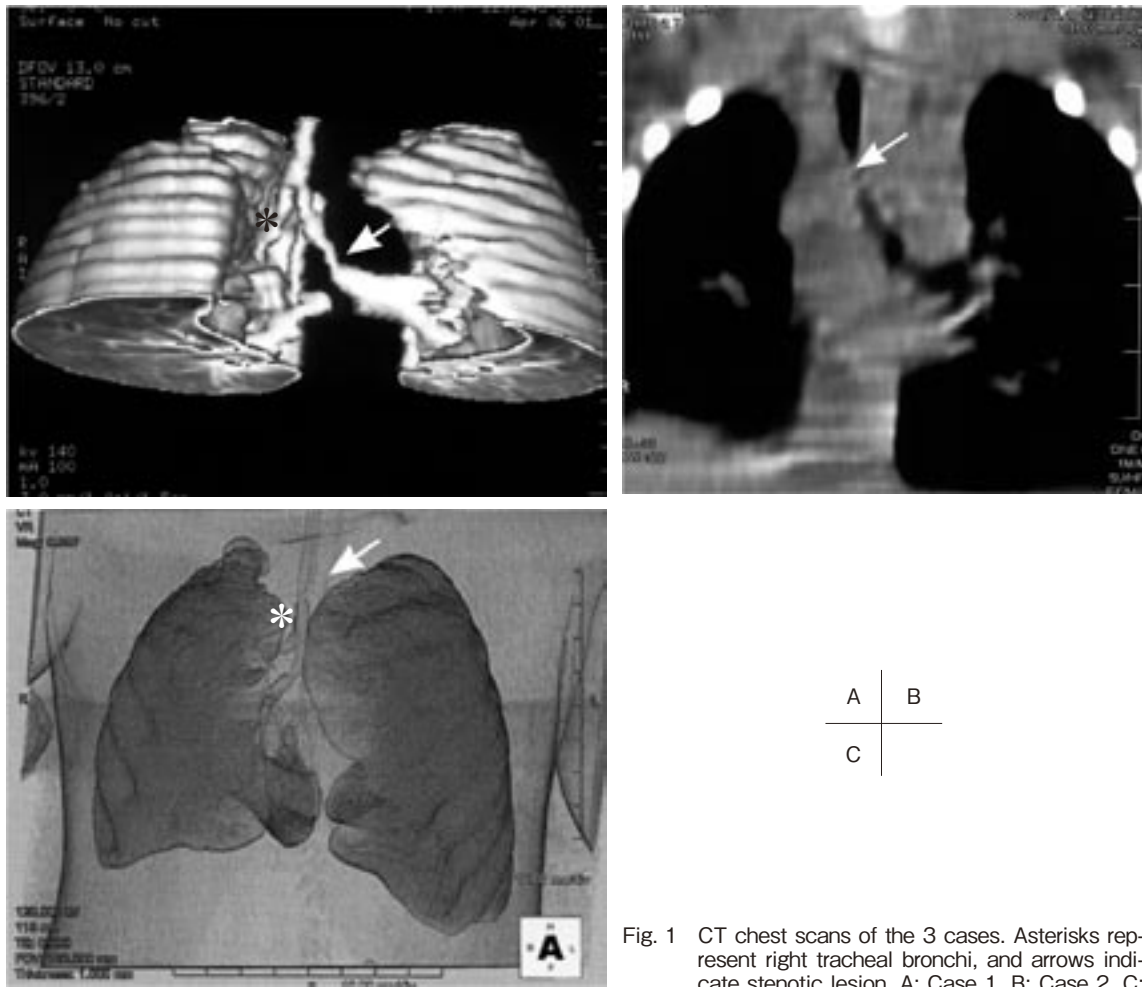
CT chest scans of the 3 cases. Asterisks represent right tracheal bronchi, and arrows indicate stenotic lesion. A: Case 1, B: Case 2, C:
